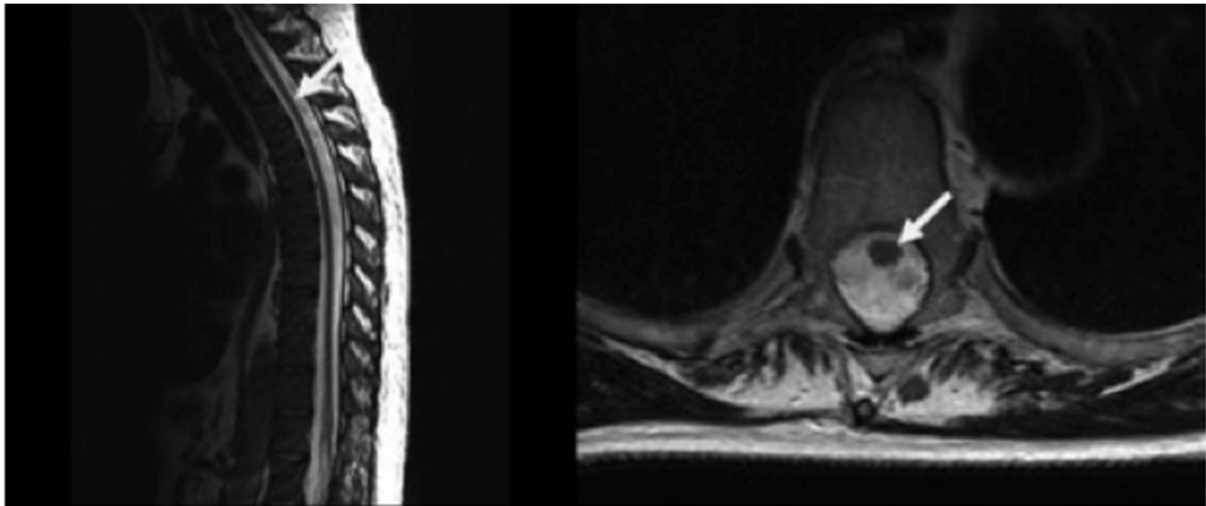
Atrophie médullaire liée à l'HTLV-1 (1) en IRM (flèche blanche)
